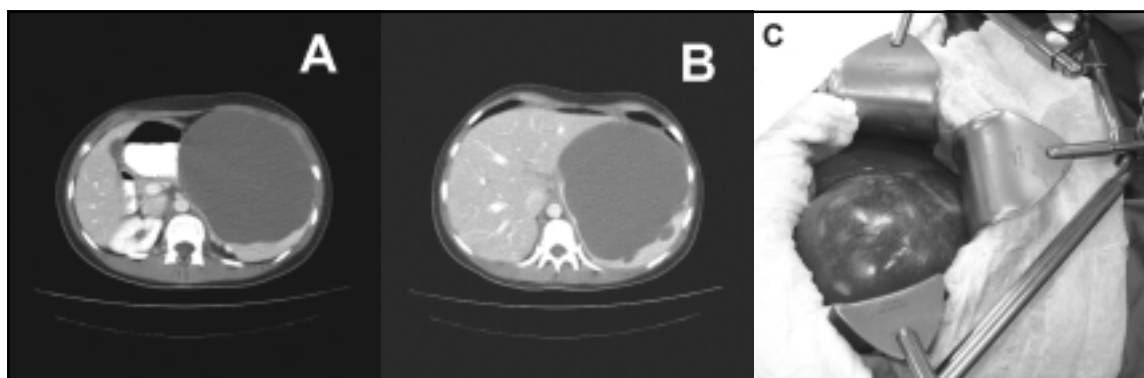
A) Tomografía abdominal en la que se observa un quiste esplénico de 16 cm de diámetro cuyas paredes son delgadas, el tejido esplénico está “adelgazado” hacia la región dorsal. B) En este corte de la tomografía se observan algunos pequeños quistes satélites en el parénquima esplénico, el quiste principal es subcapsular. C) Vista quirúrgica del quiste esplénico.
